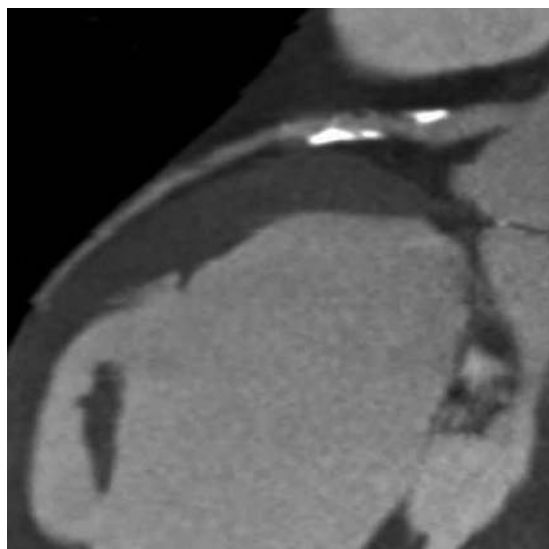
CT of the heart in sagittal plane in a young man complaining erectile dysfunction showing calcifications in the interventricular artery.
